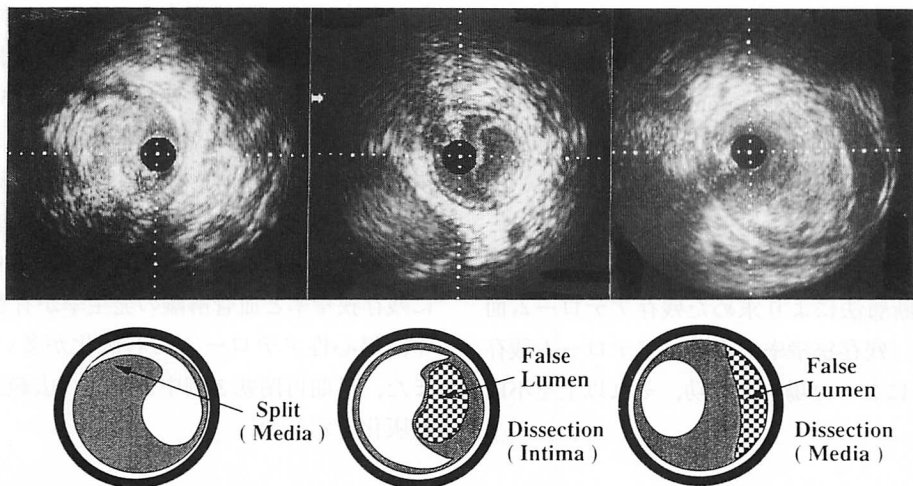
Intravascular ultrasound images of the transmedial split, subintimal and intramedial dissections
